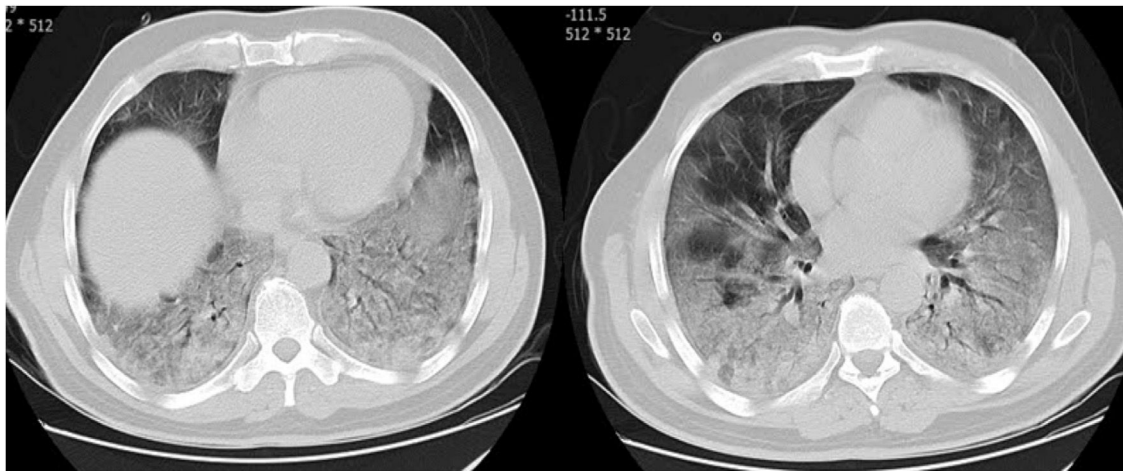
Dos TC axiales de tórax con ventana pulmonar sin contraste muestra una opacidad en empedrado en la base de ambos pulmones en un paciente con neumonía por COVID-19.
